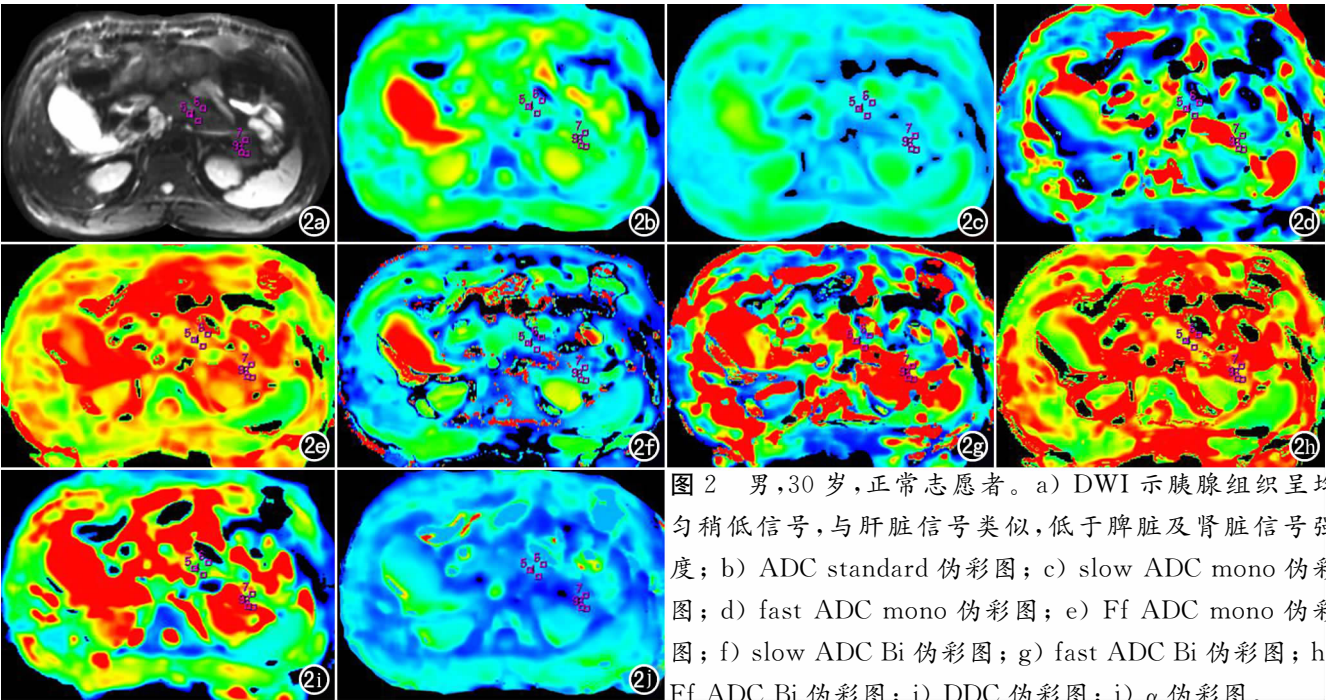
男,30 岁,正常志愿者。a) DWI 示胰腺组织呈均匀稍低信号,与肝脏信号类似,低于脾脏及肾脏信号强度;b) ADC standard 伪彩图;c) slow ADC mono 伪彩图;d) fast ADC mono 伪彩图;e) Ff ADC mono 伪彩图;f) slow ADC Bi 伪彩图;g) fast ADC Bi 伪彩图;h) Ff ADC Bi 伪彩图;i) DDC 伪彩图;j) α 伪彩图。
